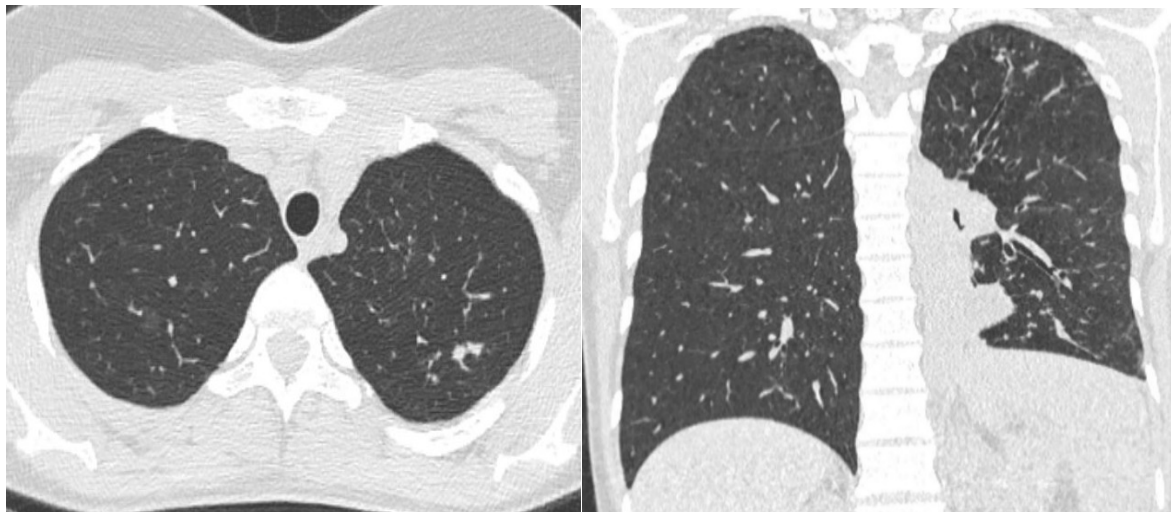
Компьютерная томограмма ОГК пациентки А. через 3 месяца лечения
